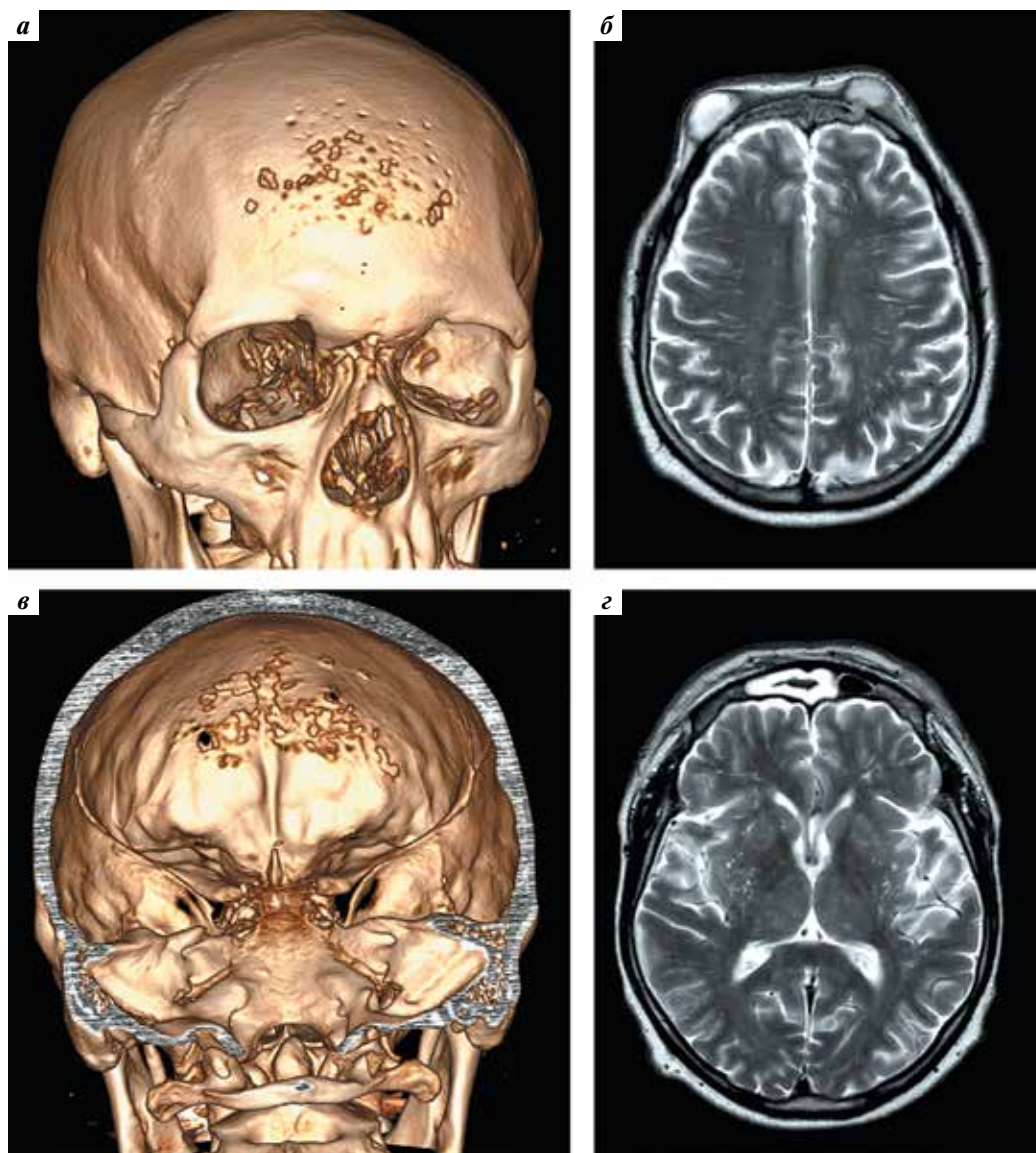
Компьютерная томография с 3D-реконструкцией костей черепа (а, в) и магнитно-резонансная томография (б, г), выполненные перед операцией: а, в — на компьютерных томограммах с 3D-реконструкцией хорошо видны множественные очаги деструкции и перфорации лобной кости; б, г — при сканировании в режиме T2 в аксиальной плоскости видны множественные абсцессы мягких тканей (б) и признаки фронтита (г)
